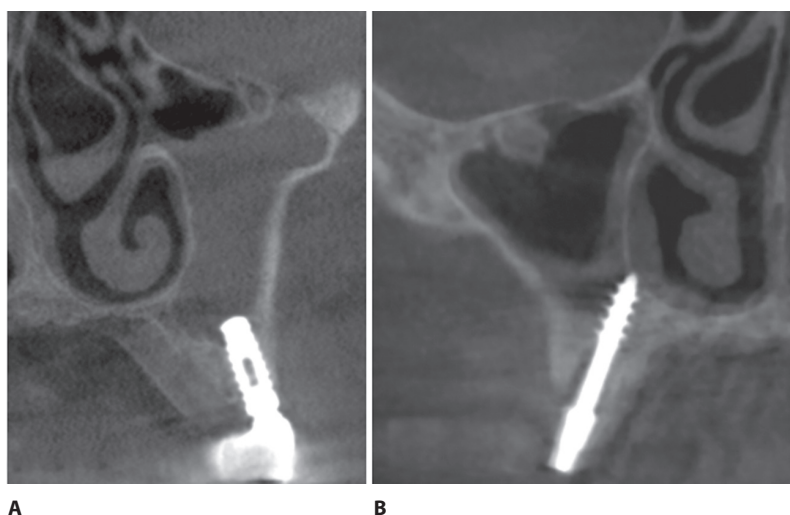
КЛКТ, фронтальные срезы, демонстрирующие рентгенологические признаки верхнечелюстного синусита и имплантаты, пенетрирующие пазуху на различную глубину. А – пациентка З., 66 лет. Хронический гиперпластический синусит смешанного генеза слева. Имплантат в области 2.5 (установлен 4 года назад) выступает в полость пазухи на 3,53 мм. Просвет естественного соустья ВЧП сужен в результате воспалительных изменений слизистой оболочки, буллезной гиперплазии средней носовой раковины и наличия крупной ячейки Галлера слева. Интеграция имплантата с костной тканью удовлетворительная. Отсутствует пневматизация полости пазухи. В – пациентка К., 65 лет. Хронический синусит справа. Диффузное утолщение слизистой оболочки в передне-нижней части пазухи до 2,2 мм, небольшое количество жидкости. Имплантат в области 1.5 (установлен 3 года назад). Корневая часть имплантата проходит в слизистой оболочке на протяжении 5,5 мм от нижней стенки пазухи до боковой стенки полости носа и перфорирует ее. Просвет естественного соустья ВЧП сужен в результате воспалительных изменений слизистой оболочки, буллезной гиперплазии средней носовой раковины и латерализации крючковидного отростка. Интеграция имплантата с костной тканью удовлетворительная
